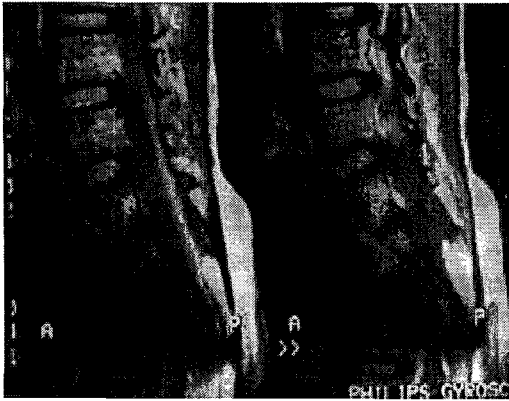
Preoperative MRI of lumbosacral spine T1-weighted sagittal and image shows tethered cord and sacral lipoma at the S2 level.
